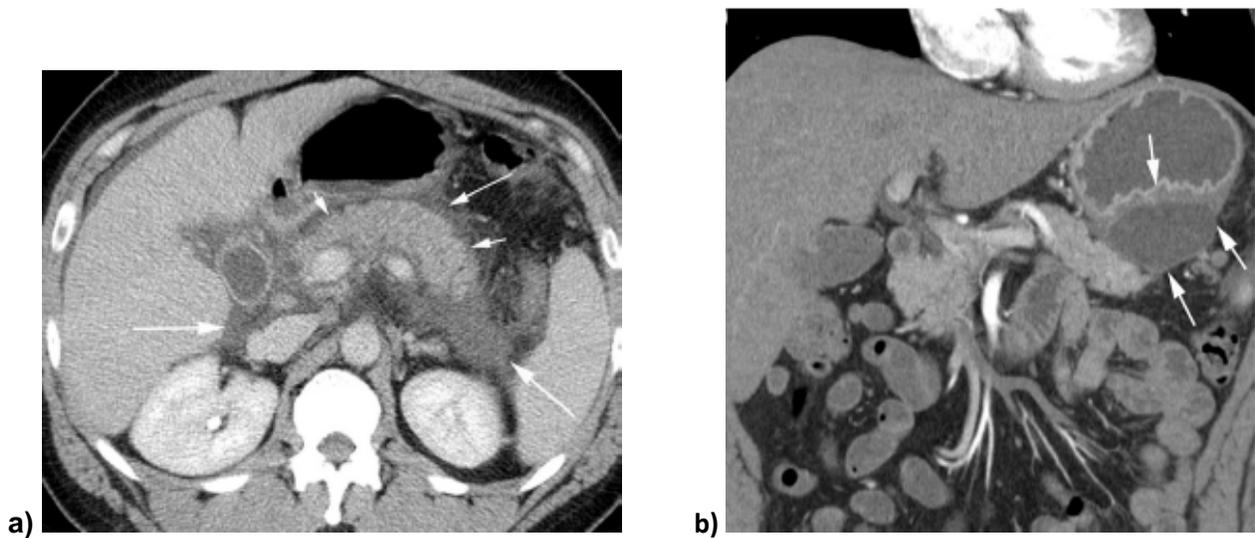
Pancreatitis aguda intersticial edematosa, APFC (a), Pseudoquiste pancreático (b). a) TC + C en plano axial de un masculino de 22 años, muestra un páncreas edematoso (flecha corta) con múltiples colecciones líquidas peripancreáticas (APFC) (flechas largas), localizadas en el saco menor y ambos espacios pararenal anterior. b) TC + C en plano coronal de paciente distinto, muestra colección líquida con pared bien definida que refuerza, adyacente a la cola del páncreas, (flechas blancas) que desplaza al estómago, compatible con pseudoquiste pancreático.
